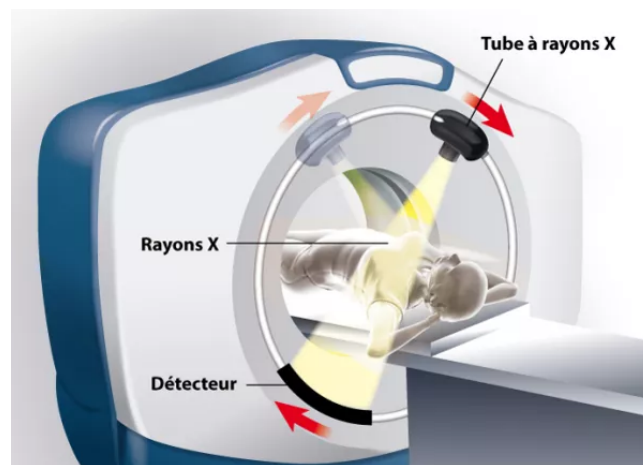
Image illustrant la partie CT du PET-CT.
